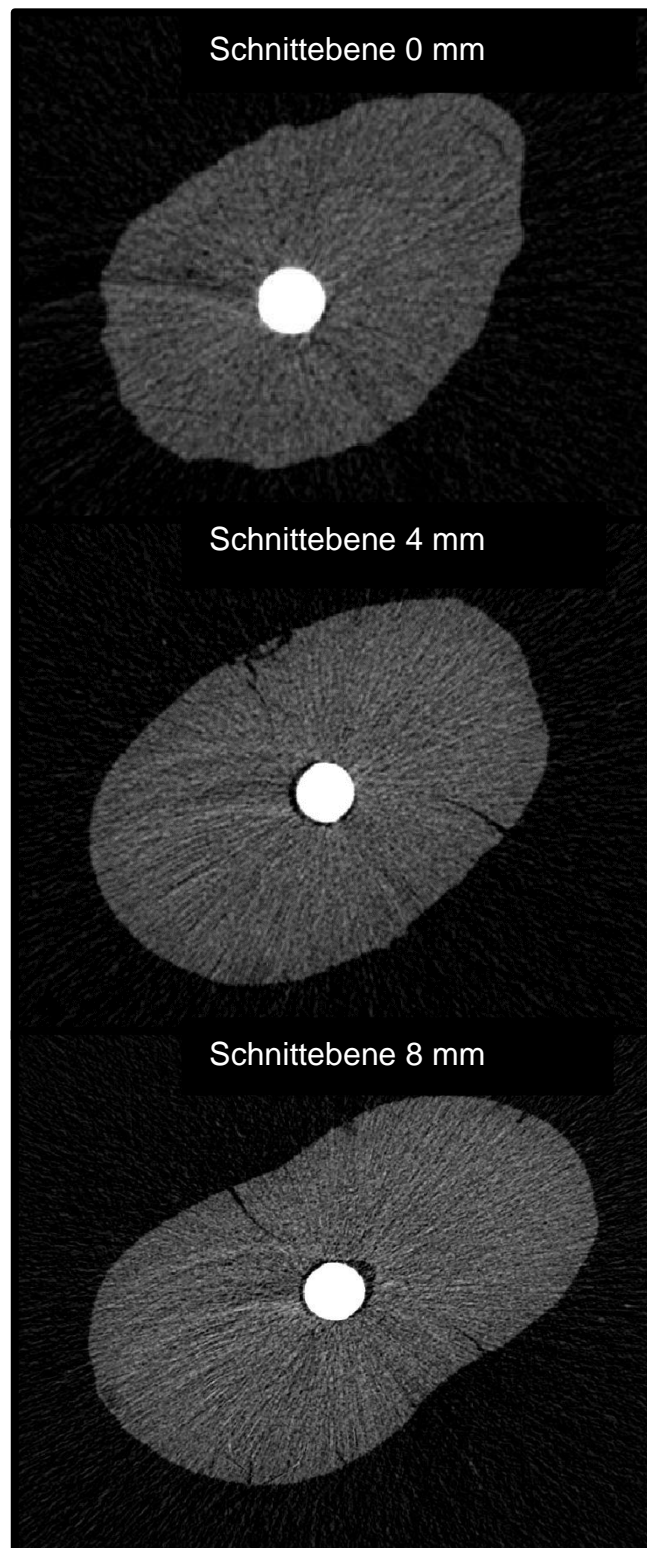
Drei Schnittebenen im Mikro-CT
